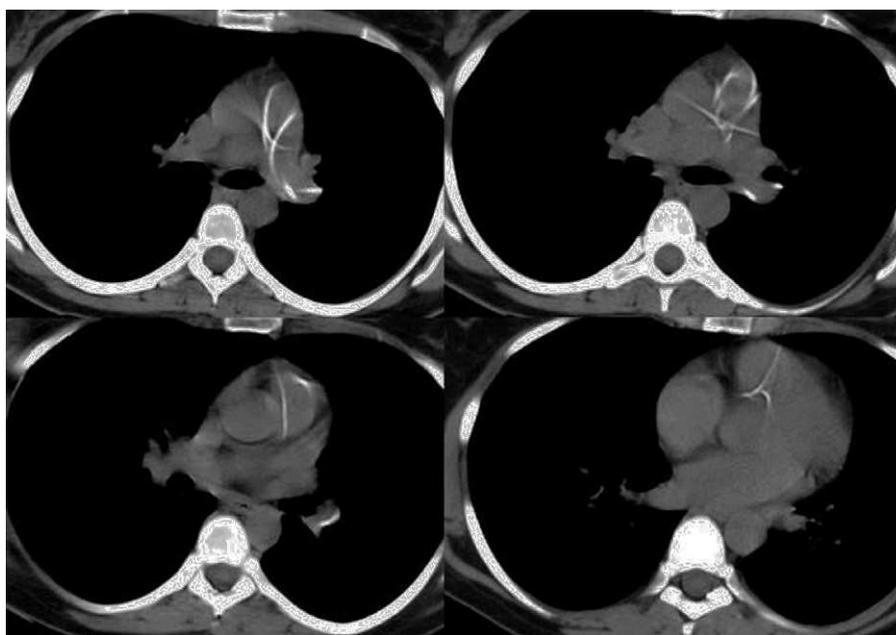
Tomografía computarizada de tórax que muestra una amplia embolización del catéter fragmentado en el tronco de la arteria pulmonar y la arteria pulmonar principal izquierda.
